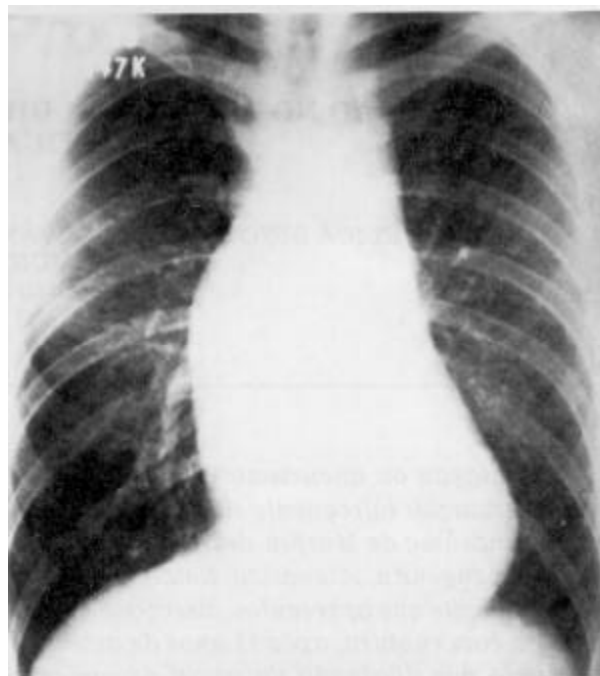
Radiografia de tórax em pótero-anterior demonstrando acentuada dilatação da aorta ascendente.
